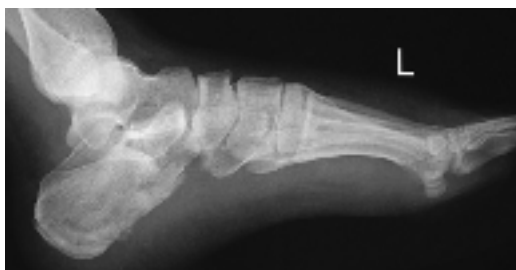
Radiografía lateral del pie con fractura calcánea aguda. (Goulart, O'Malley, Hodgkins, 2008)
